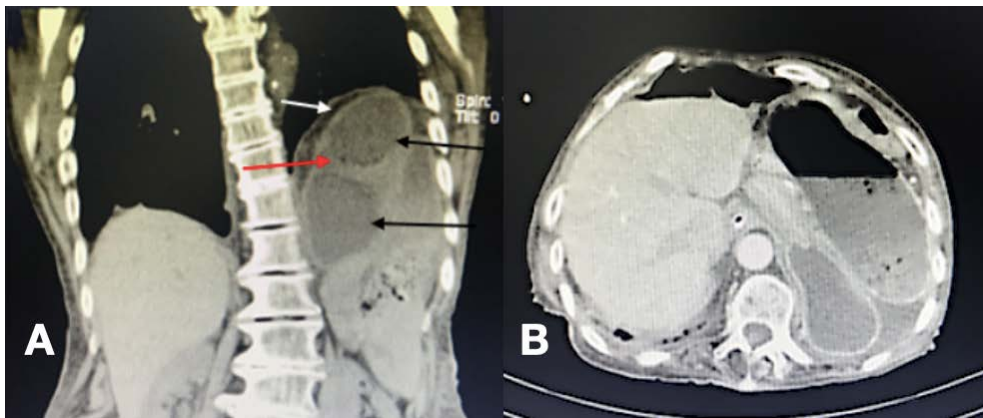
Tomografía computada. Panel A: corte coronal donde se observa malrotación gástrica con ascenso de antro-píloro que determina obstrucción, con aspecto de vólvulo gástrico. Además derrame pleural izquierdo en leve cantidad. Flechas negras: estómago con importante contenido líquido; flecha roja: neumatosis quística mural; flecha blanca: ascenso de hemidiafragma izquierdo. Panel B: corte axial. Leve cantidad de líquido adyacente al estómago, no se observa neumoperitoneo.
